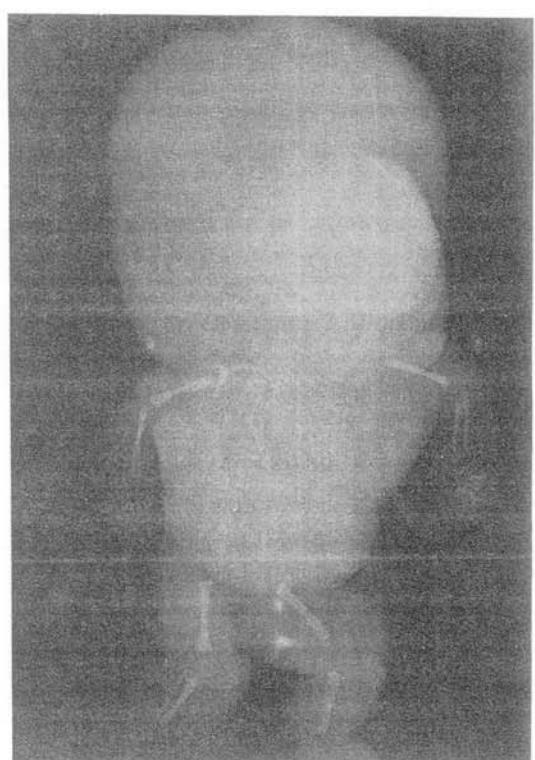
X-ray showed cystic hygroma on neck.
